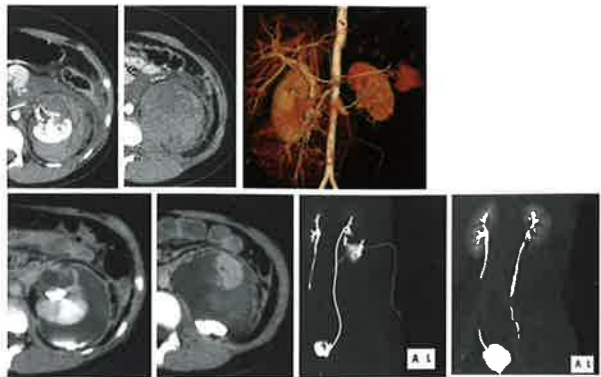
11歳、男性。腎損傷分類IIb (L) H1,U1。スキー事故による左腎下極の粉碎例で、保存的治療で治癒。上段：受傷日のCTおよび3D構築画像。下段左：13病日のCTで尿漏れを認め、DJステントの留置と経皮的ドレナージが行われた。下段右：受傷4カ月後のCT尿路造影。左腎は治癒して十分機能している。
